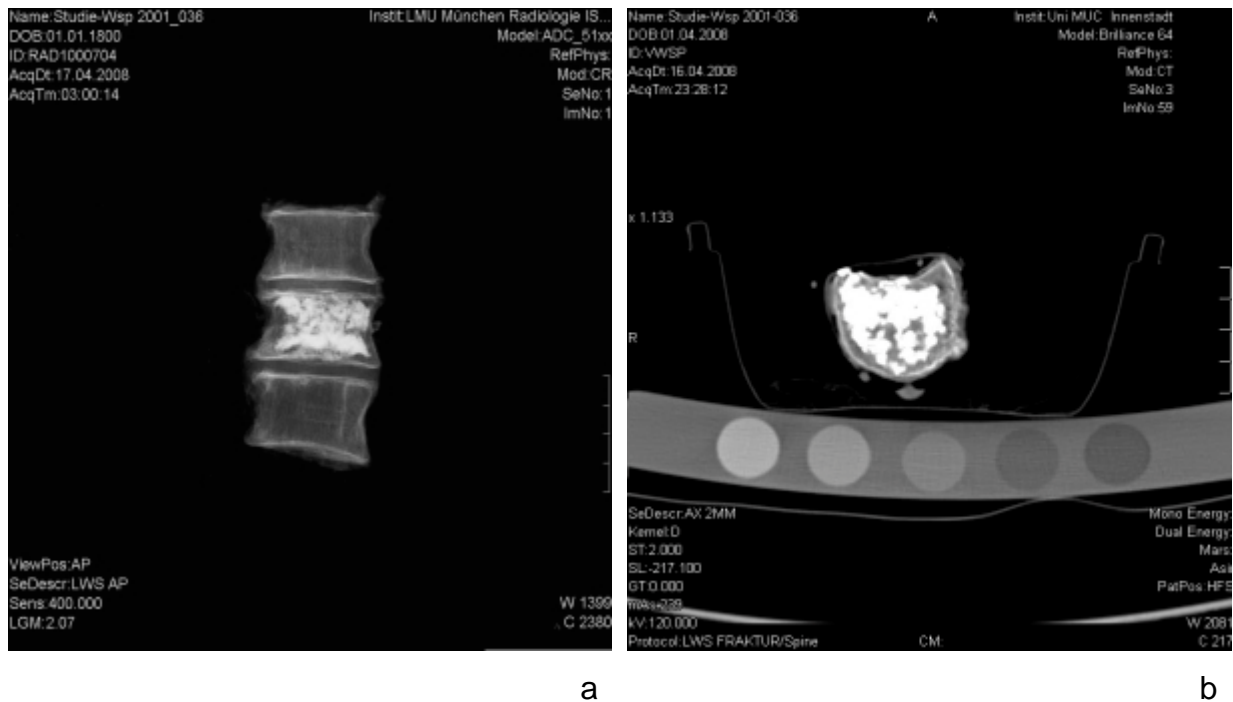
a-b: Überprüfung der Frakturversorgung und Zementverteilung im BWK12 nach Vertebroplastie mit Hilfe von konventionellem Röntgen und Computertomographie a) konventionelles Röntgen b) Computertomographie
